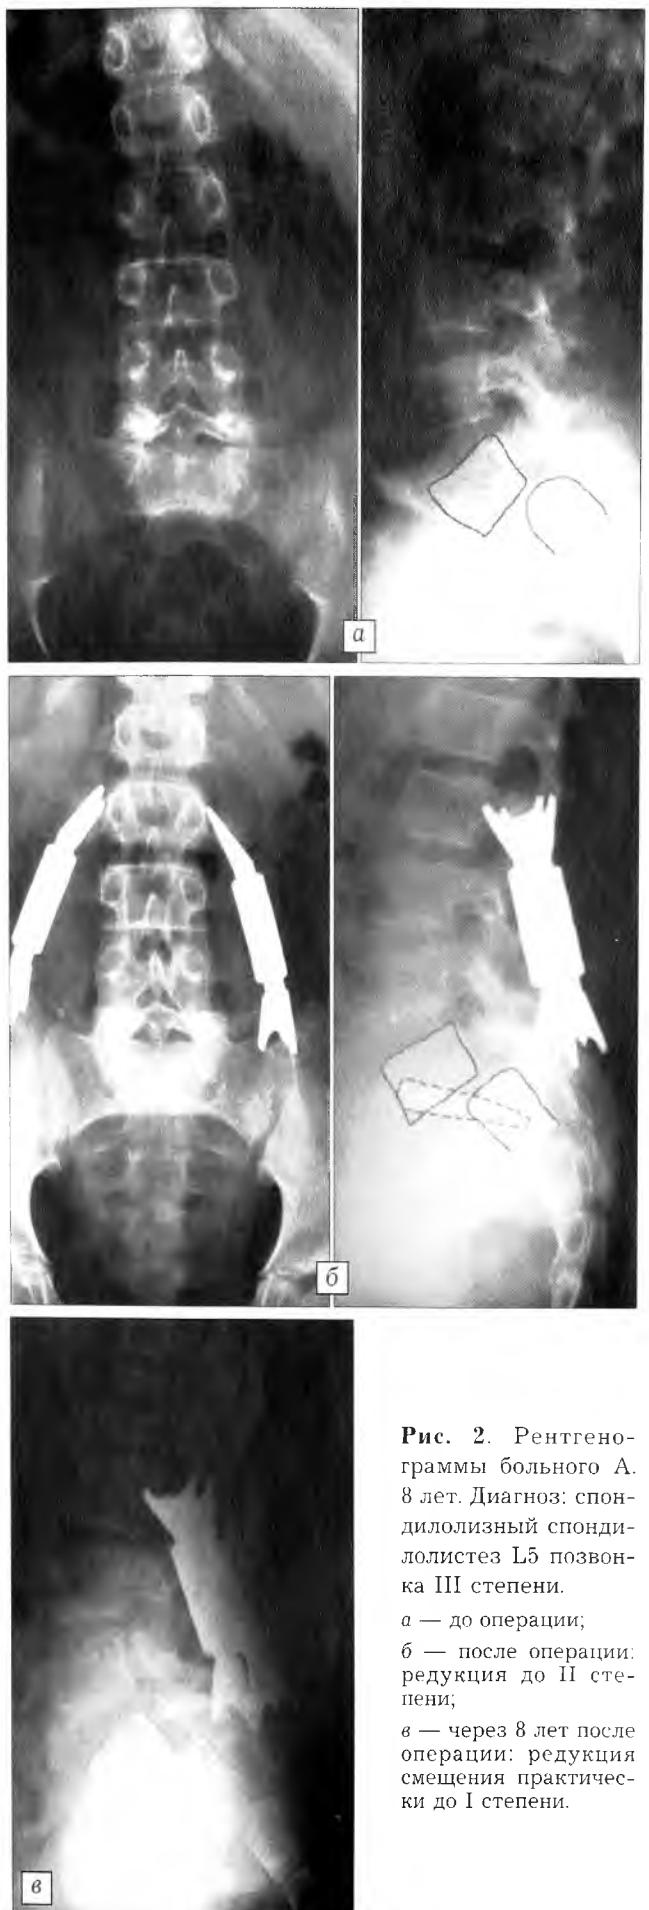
Рентгенограммы больного А. 8 лет. Диагноз: спондилолизный спондилолистез L5 позвонка III степени.
